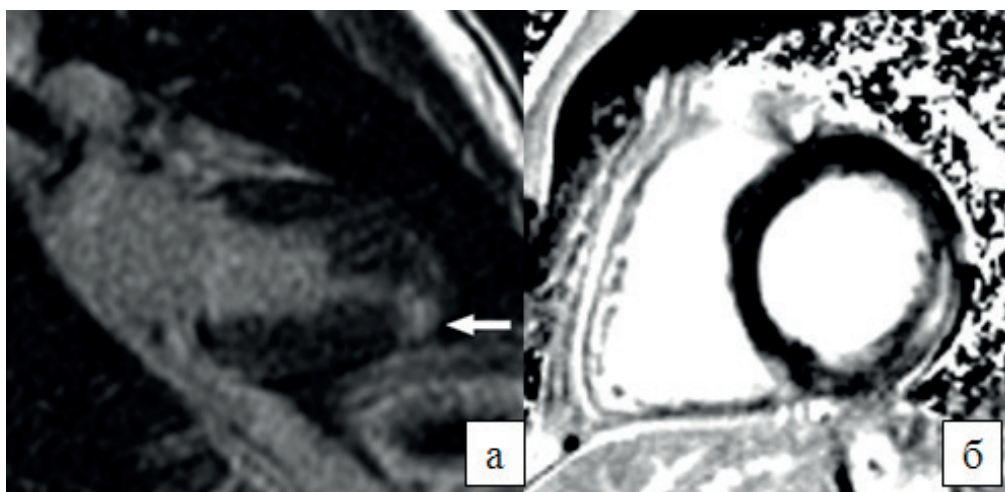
Перенесений міокардит. МРТ серця.
